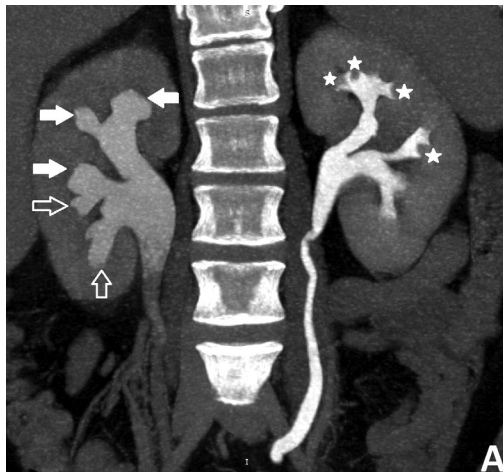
Компьютерные томограммы с внутривенным контрастированием, отсроченная фаза. А – фронтальная проекция, Б – аксиальная проекция. Обструкция лоханочно-мочеточникового сегмента правой почки с калекопиелоэктазией. В правой почке большая часть сосочков в чашечках отсутствует (белые стрелки), единичные сосочки имеют небольшие размеры в результате деструкции (прозрачная стрелка). В левой почке сосочки визуализируются в виде дефектов наполнения в основании малых чашечек (звездочка)
